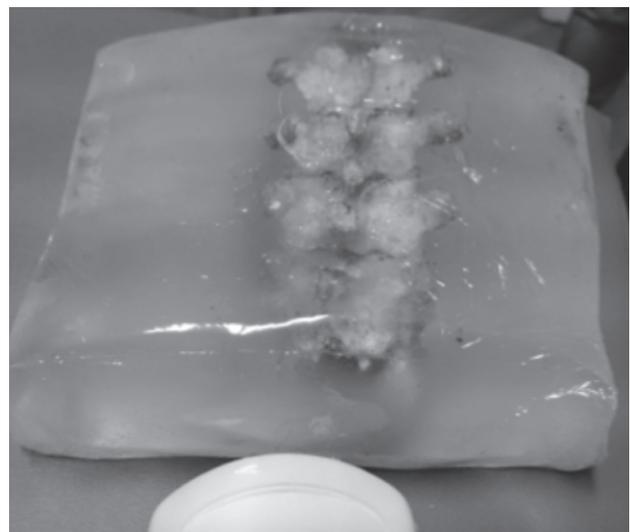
Simulador para bloqueo con inclusión de hueso humano en tejido sintético permeable al ultrasonido.
